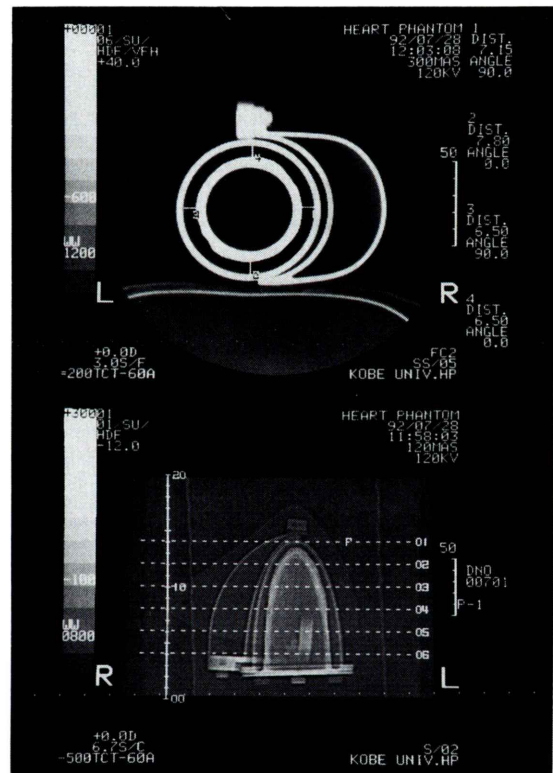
CT image of myocardial phantom with a wall thickness of 7 mm was obtained to evaluate homogeneity of myocardial thickness.
